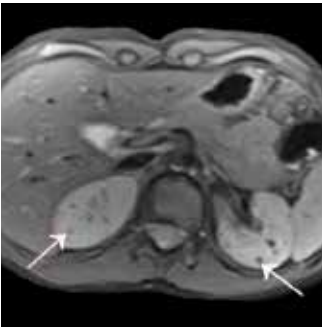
МРТ, аксиальный срез. Изображения, взвешенные по протонной плотности. Множественные мелкие АМЛ в обеих почках (стрелки).
